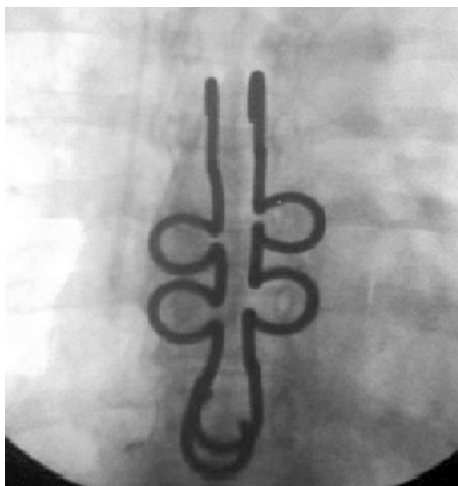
Рентгенограмма грудного отдела позвоночника в прямой проекции, выполненная под ЭОП. Стабилизация компрессионного перелома T_{IV} с использованием стягивающих скоб с памятью формы с двух сторон за дугу T_V и остистый отросток T_{VIII} позвонков.
